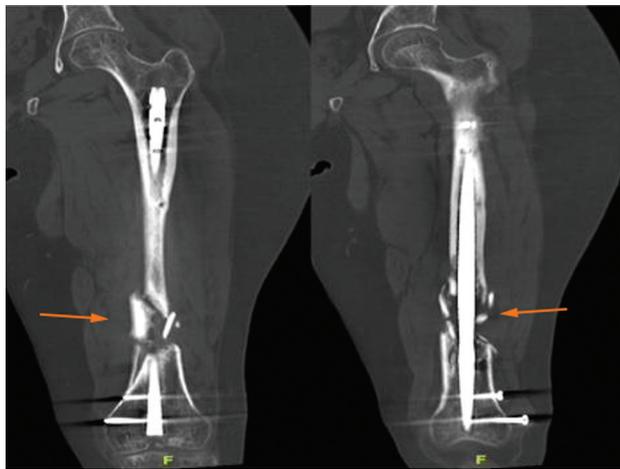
TC de fémur izquierdo 8 meses post cirugía. Se evidencia no unión atrófica (flecha naranja), con ausencia de callo óseo y reabsorción de bordes.
